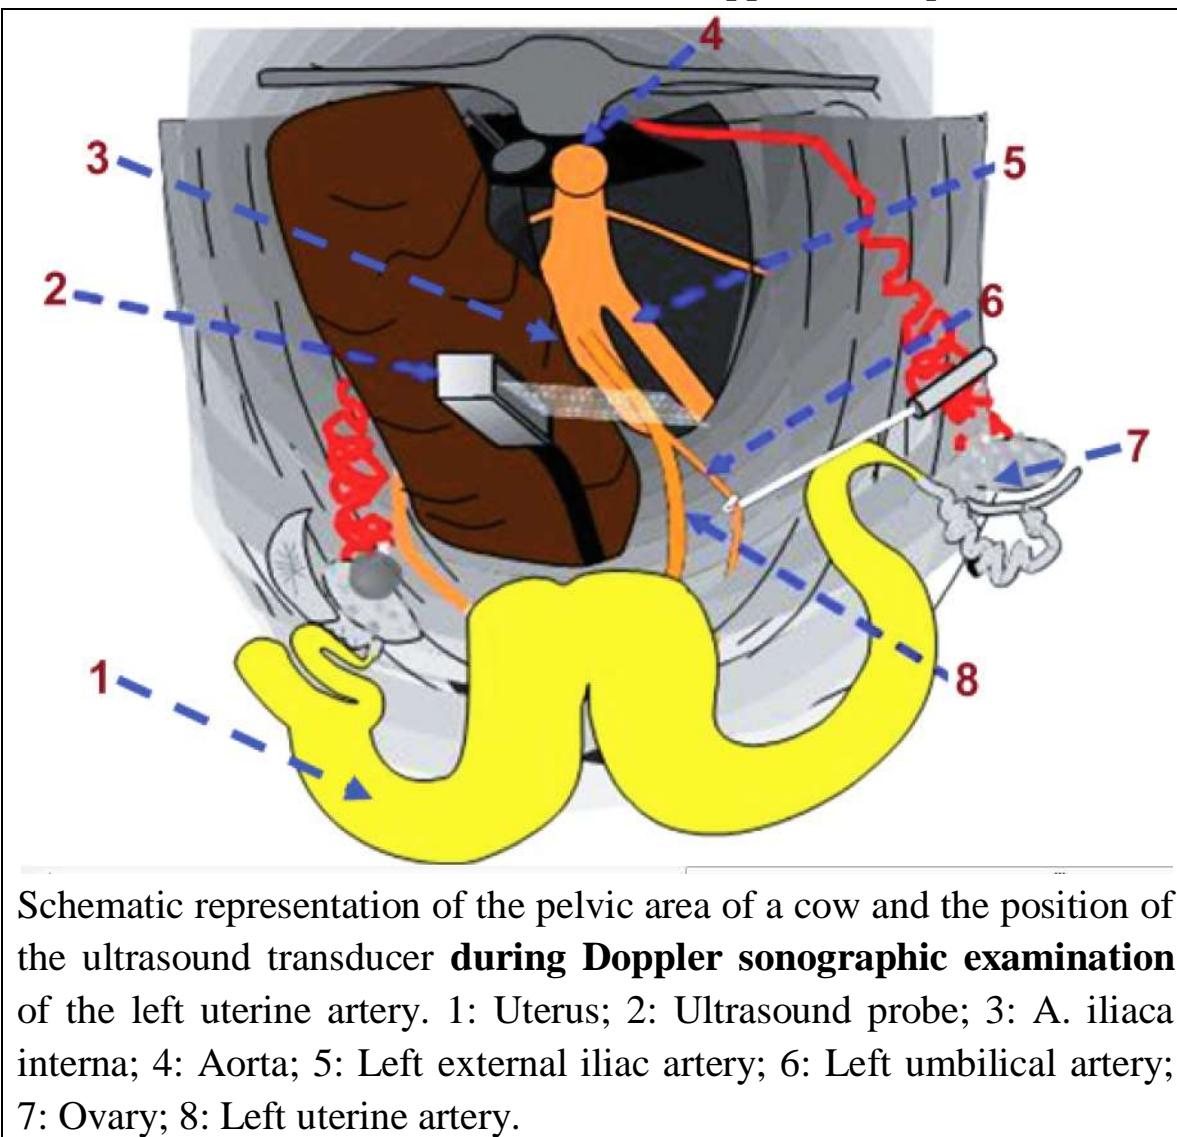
نمط الدوبلر Doppler
